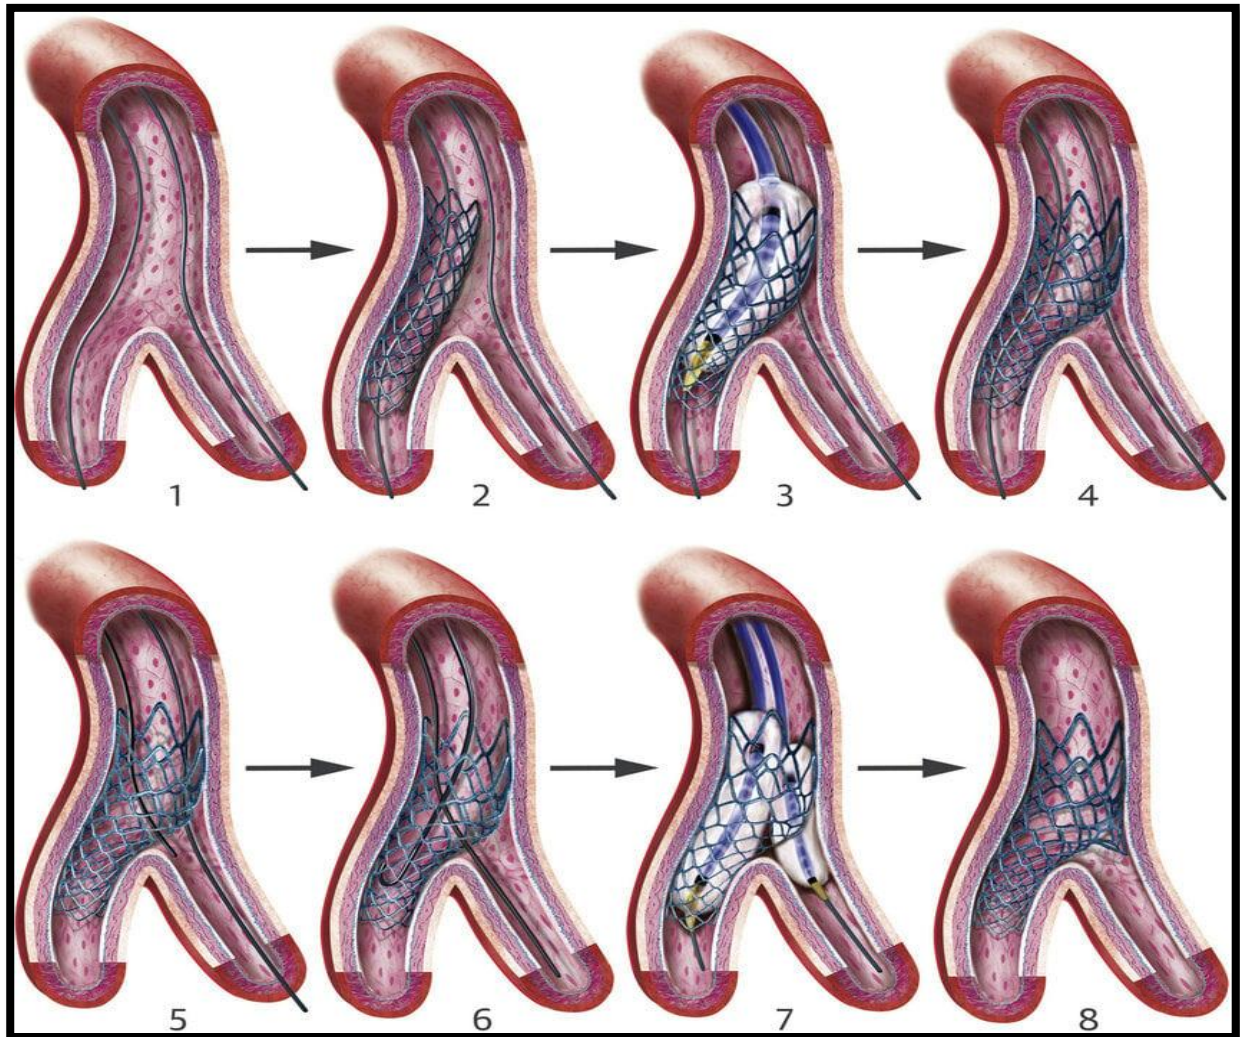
Les différentes étapes du provisional stenting. 1. Mise en place des 2 guides : l'un dans la branche principale et l'autre dans la branche fille. 2. Stenting du TC, stent adapté à la branche principale. 3. POT. 4. Résultat après POT. 5 et 6. Échange de guides. 7. Ouverture de maille avec dilatation au ballon de la branche fille. 8. RePOT. POT : Proximal Optimization
